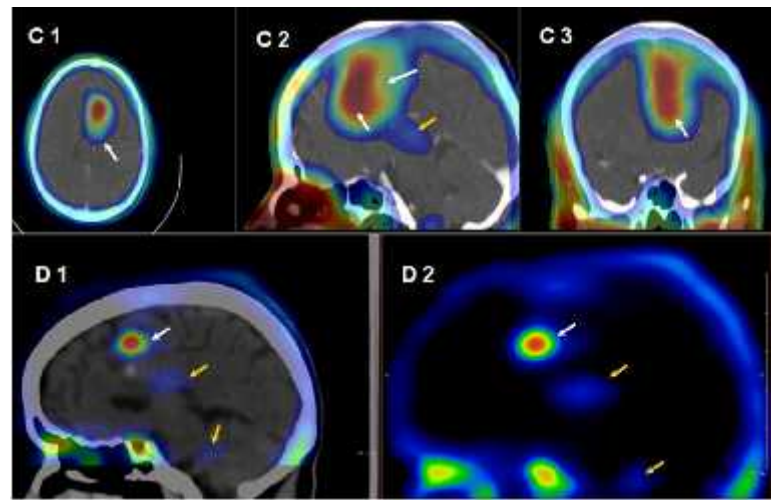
SPECT en astrocitomas anaplásicos. La serie C pertenece a estudios de SPECT realizados con corrección de atenuación por método de Chang; en flechas blancas se muestra el glioma y en flechas amarillas el plexo coroides. La serie D pertenece a cortes sagitales de estudios de SPECT realizados con corrección de atenuación por CT; en flechas blancas se muestra el glioma y en flechas amarillas el plexo coroides.
